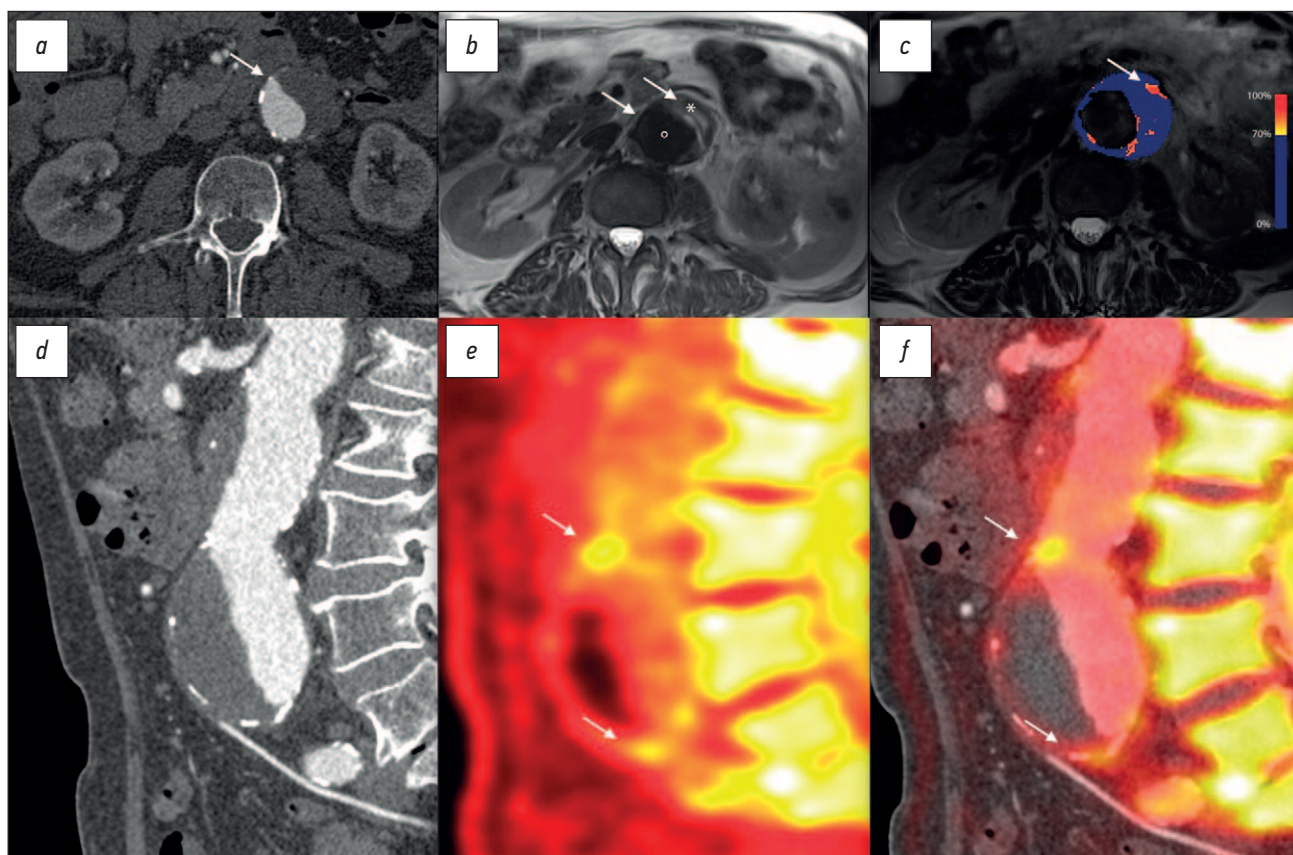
Компьютерная (КТ), магнитно-резонансная (МРТ) и позитронно-эмиссионная (ПЭТ) томография у пациента с юкстаренальной аневризмой брюшной аорты. *a* — на поперечном изображении аневризмы при КТ видна расширенная аорта с тромбом (стрелка). *b* — режим T2-ВИ при МРТ-исследовании той же аорты позволяет различить просвет (°), тромб (*) и прилегающие структуры. *c* — параметрическая карта разницы в интенсивности T2*-ВИ при МРТ до и после введения ультрамелких частиц поглощения оксида железа показывает высокое очаговое поглощение в передней стенке аневризмы (стрелка). *d* — в сагиттальной плоскости при КТ визуализируется морфологическая структура аневризмы. *e* — ПЭТ с ^{18}F -фторидом натрия выявляет поглощение в передней стенке аорты (стрелки), определяя области наибольшего повреждения сосудов. *f* — при совмещении ПЭТ и КТ подтверждается высокое поглощение ^{18}F -фторида натрия в шейке аневризмы и вблизи бифуркации (стрелки).
